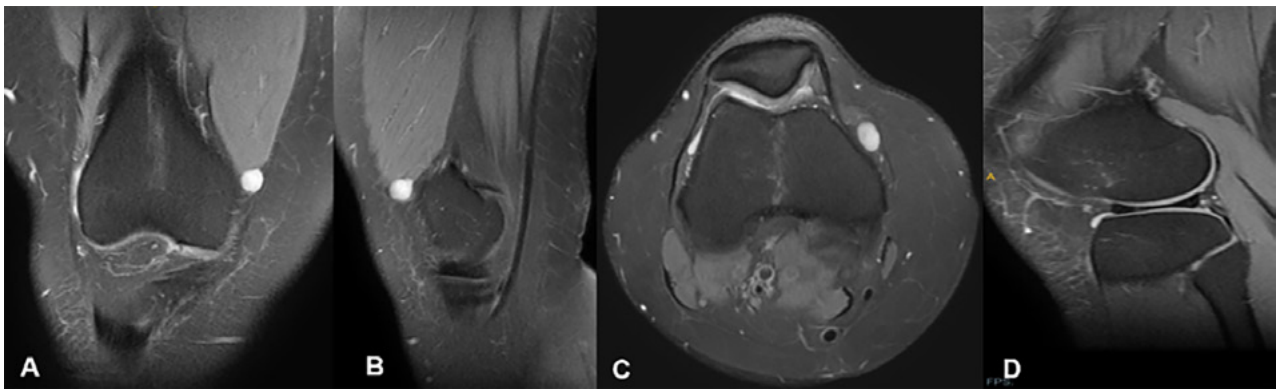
RM de rodilla derecha. A) Corte coronal. B) Corte sagital. C) Corte axial. Imagen de aspecto quístico en relación con el retináculo medial. D) Corte sagital. Lesión radial del menisco externo en la unión del tercio medio y anterior.
